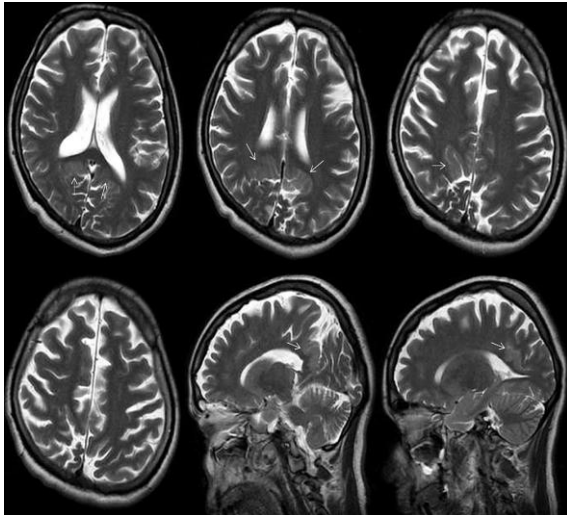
20 yaşında kadın hastada bilateral perisilvian polimikrogiri görülmektedir (oklar) (Üst sıra: aksiyel T2 ağırlıklı MRG, alt sıra: sagittal T2 ağırlıklı MRG)
